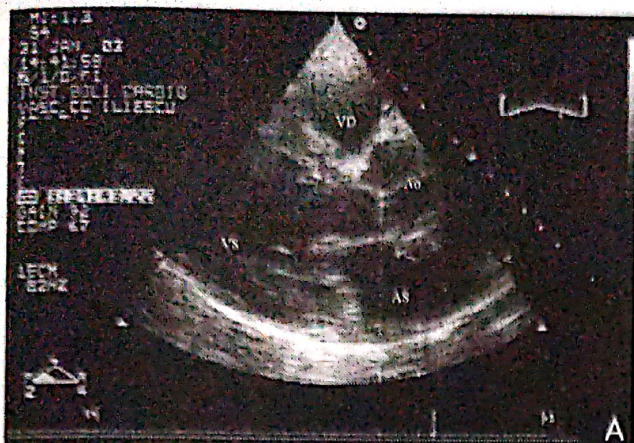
Ecocardiografie transtoracică.
